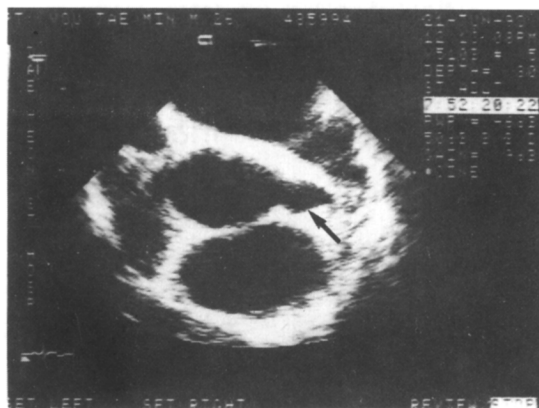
Transesophageal echocardiography of aorta at coronary ostium, parasternal short axis view. This shows the dilatation of left main coronary artery (the arrow) and the absence of right coronary ostium.
